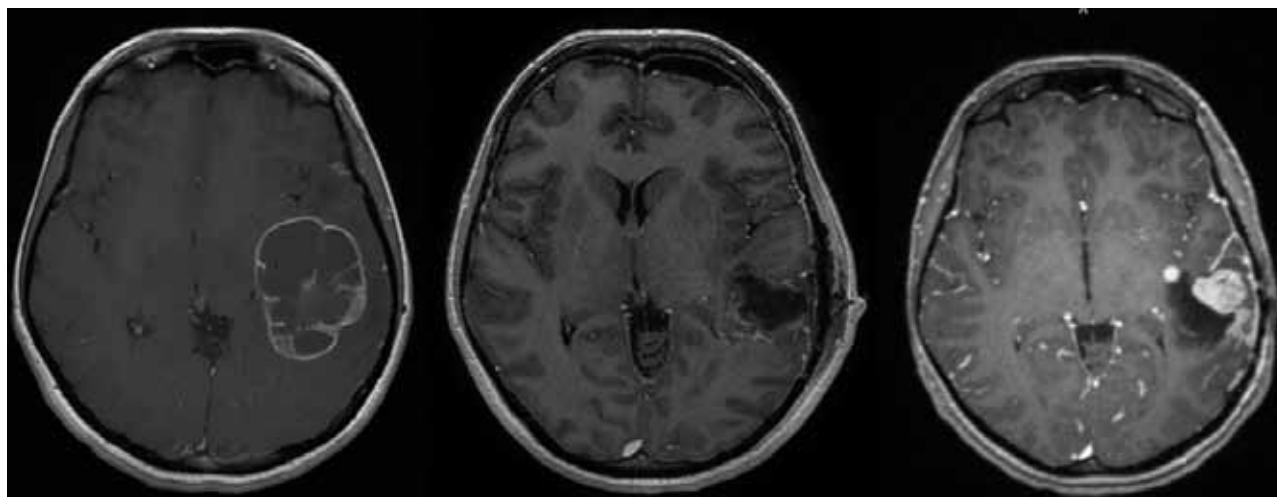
МРТ до операции, на 1-е сутки после операции и перед лучевой терапией
